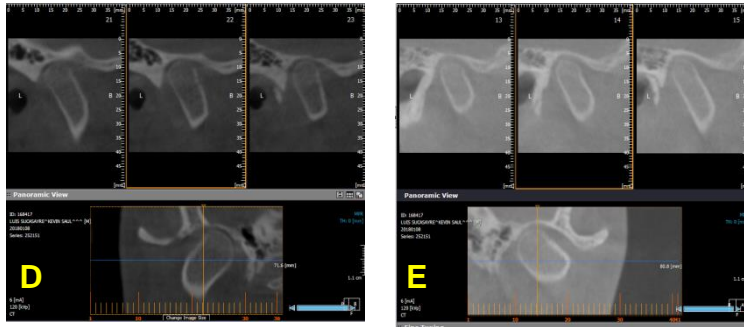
Tomografía Cone Beam.
